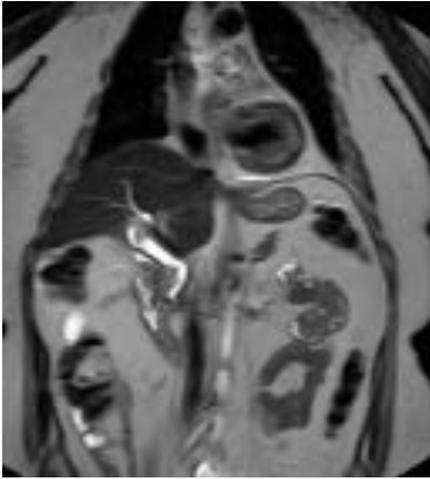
Corte coronal de RM, secuencia potenciada en T2 en el que se aprecia la dilatación de la vía biliar extrahepática y en el tercio distal del colédoco una imagen hipointensa en relación con cálculo que provoca obstrucción retrógrada.
